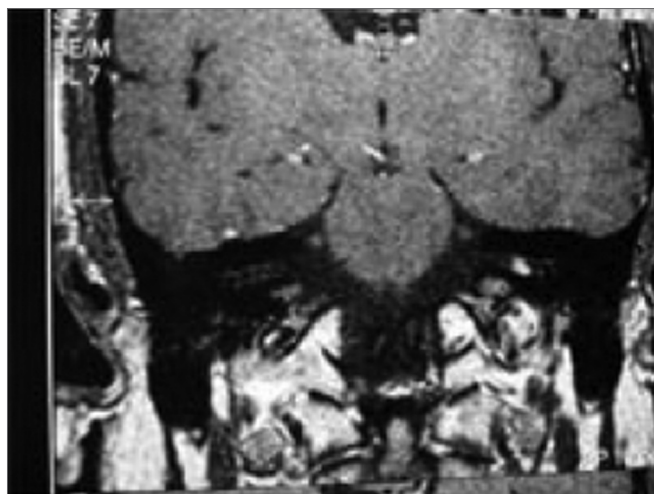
Ressonância magnética com Schwannoma Vestibular, corte coronal.
